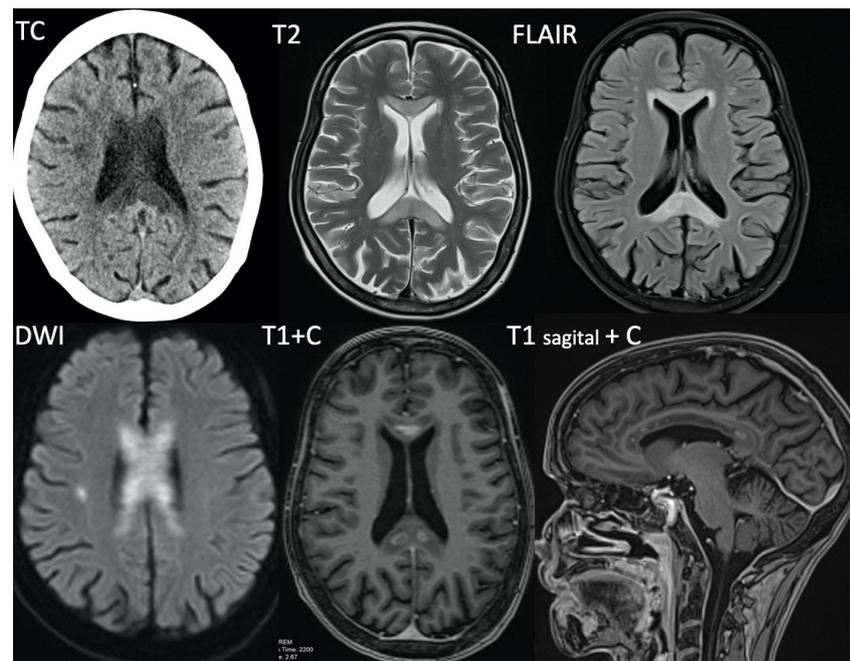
TC craneal - hipodensidad homogénea, que se extiende por el cuerpo calloso de forma simétrica, entre los ventrículos laterales, sin colapso de los mismos. RM cerebral - cuerpo calloso con aumento de señal difusa y homogénea en secuencias de TR largo T2 y FLAIR, restricción de la difusión y focos de realce lineal con centro hipointenso en secuencia T1 postcontraste.
